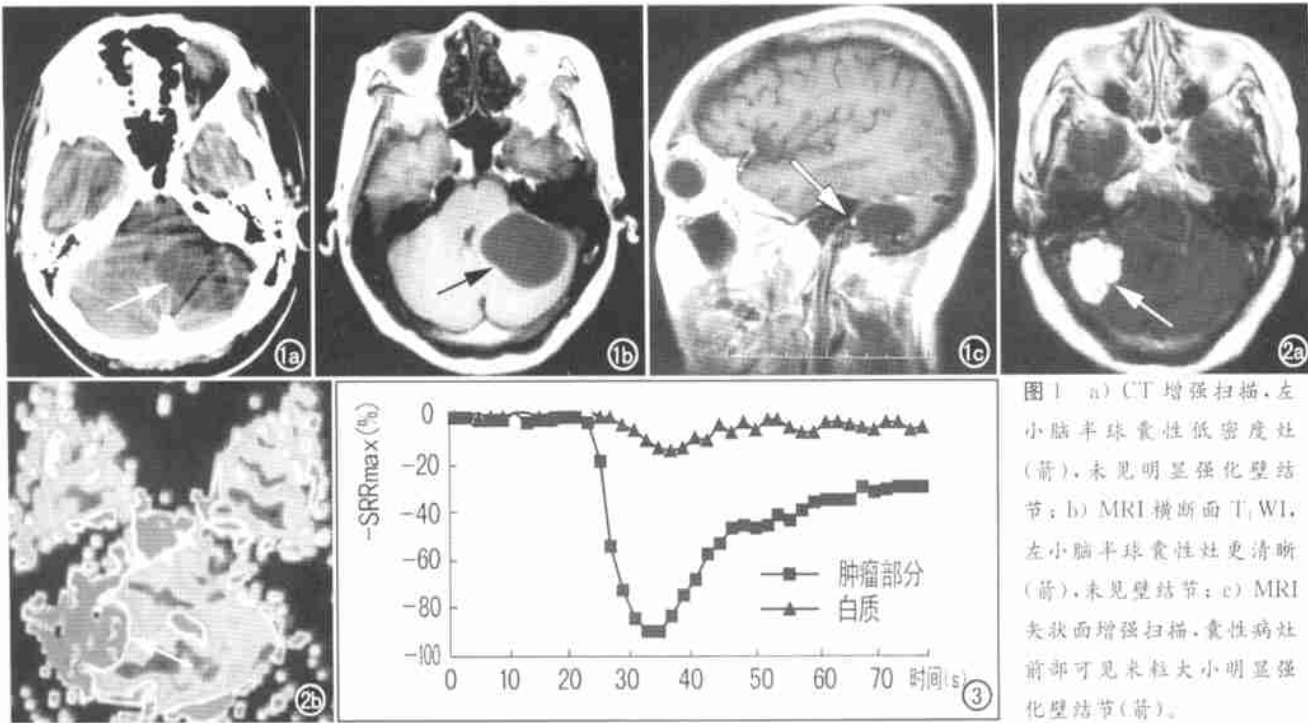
a) CT 增强扫描, 左小脑半球囊性低密度灶 (箭), 未见明显强化壁结节; b) MRI 横断面 T₁WI, 左小脑半球囊性灶更清晰 (箭), 未见壁结节; c) MRI 矢状面增强扫描, 囊性病灶前部可见米粒大小明显强化壁结节 (箭)。
